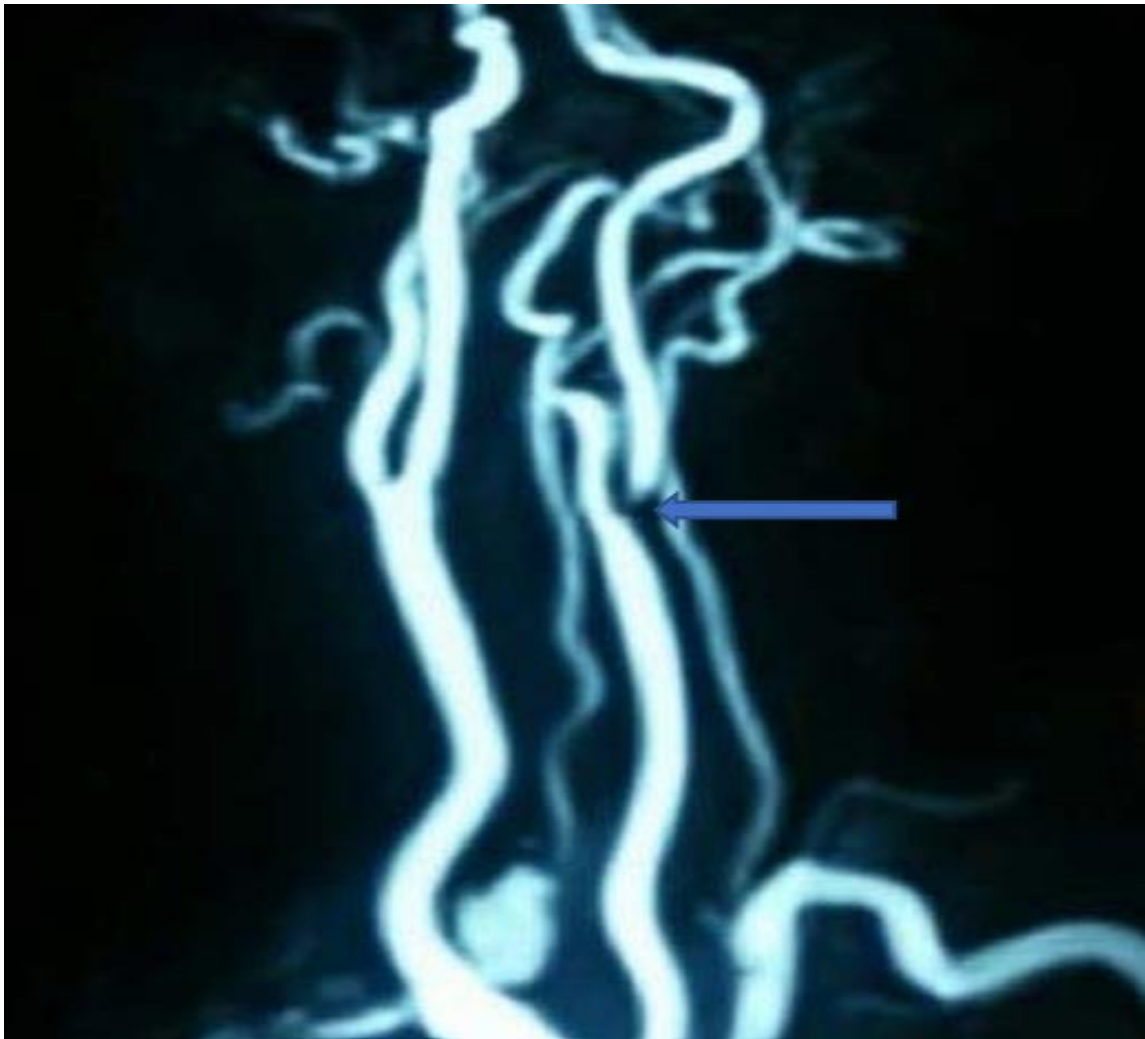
Angio-IRM des TSA objectivant une sténose serrée de l'ACI gauche (Service de radiologie)
